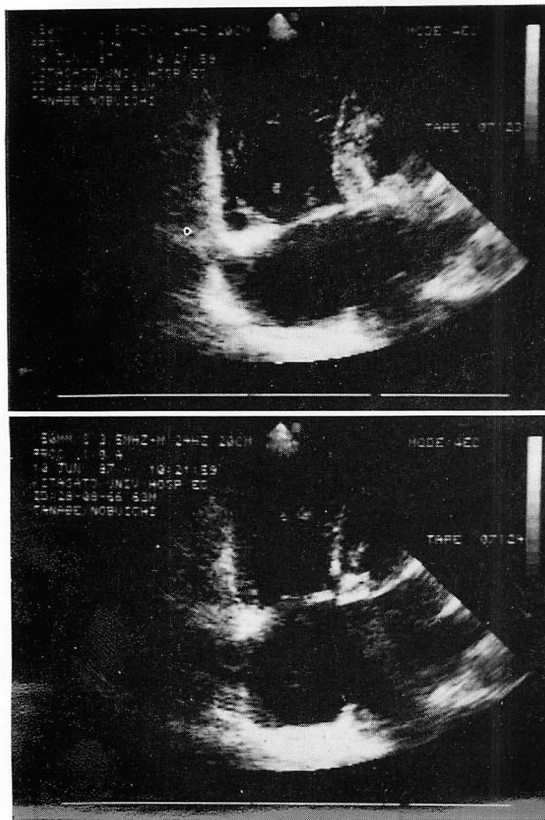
Contrast two-dimensional echocardiograms.
